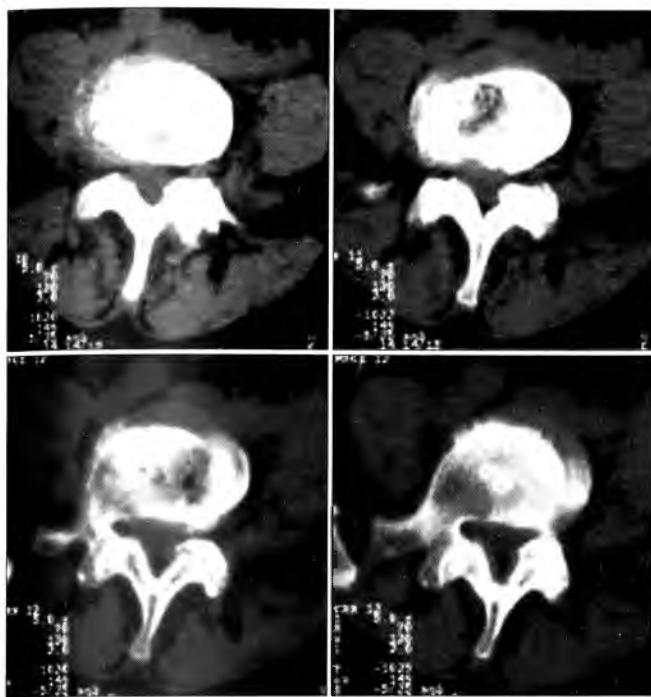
Деформирующий артроз дугоотростчатых суставов поясничных позвоночных сегментов по данным КТ.
